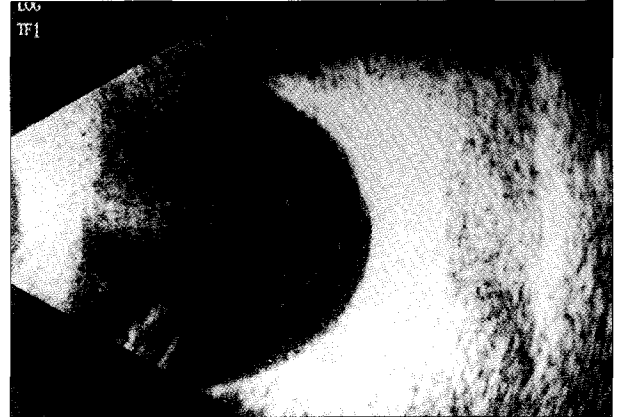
안와 초음파상 농의 감소를 보임.
